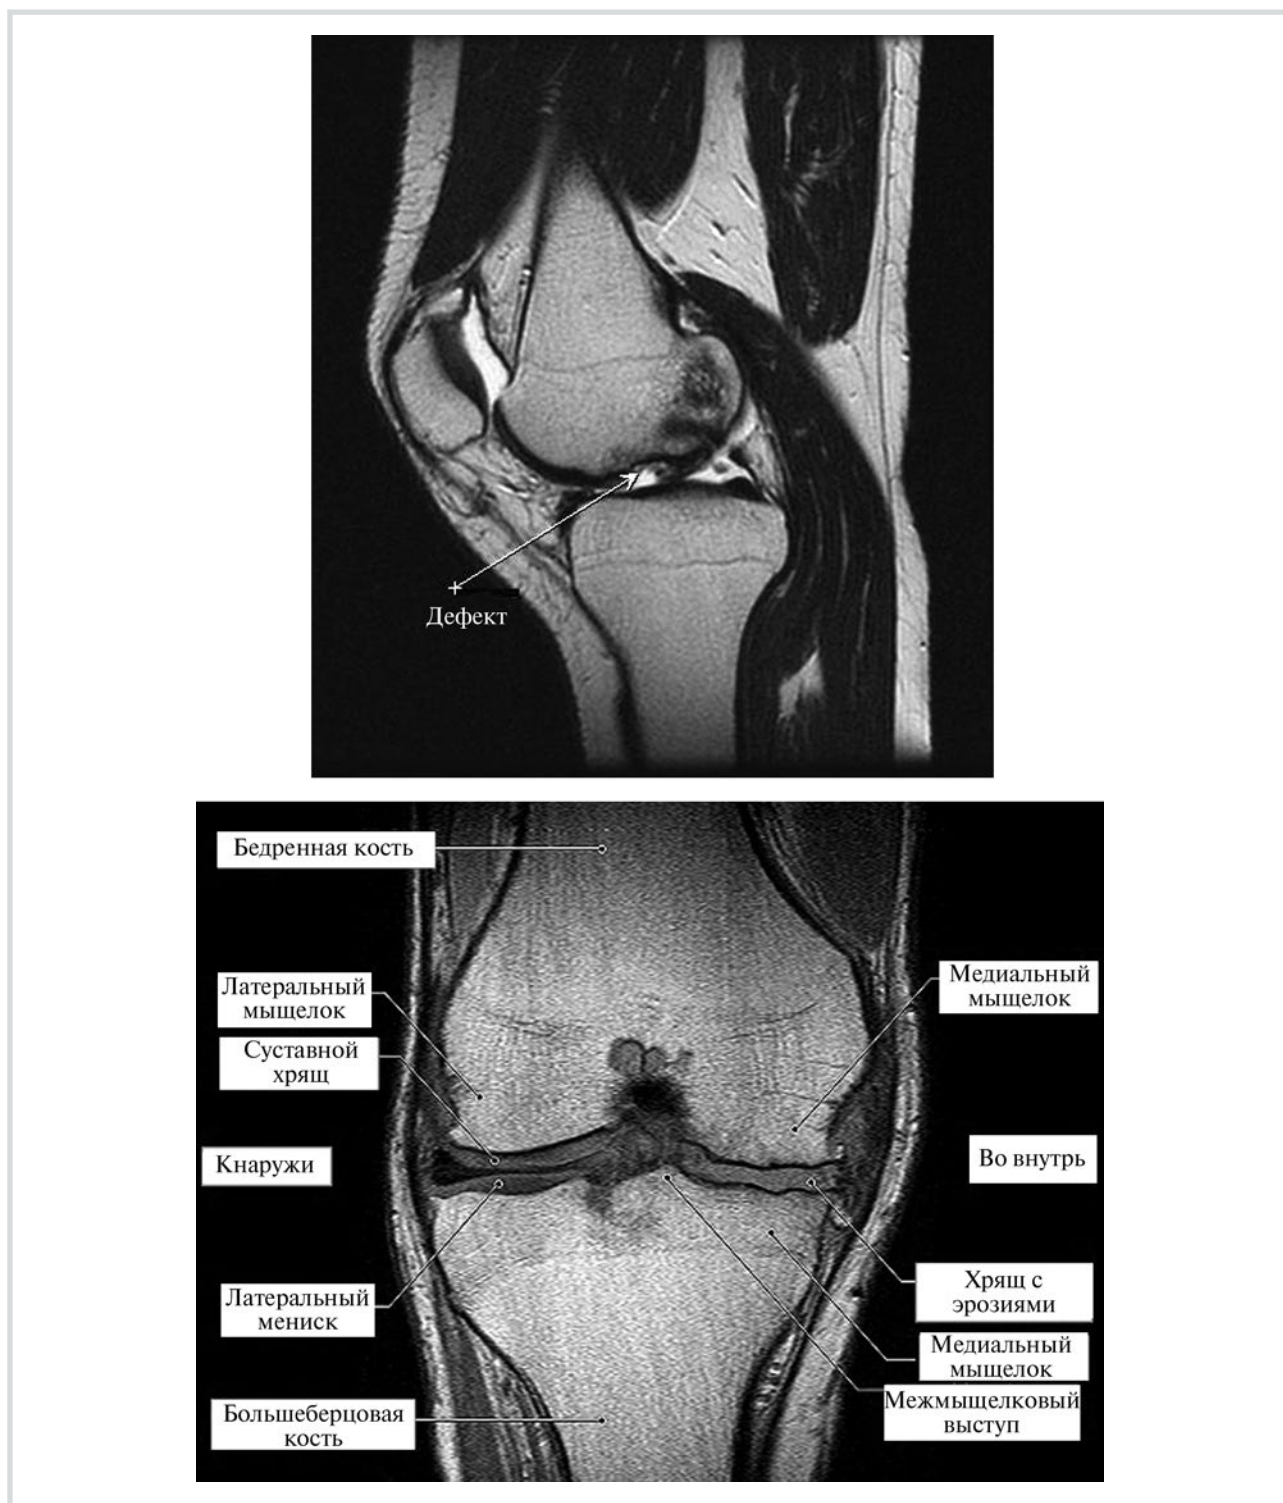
МРТ-картина остеоартроза коленного сустава.
